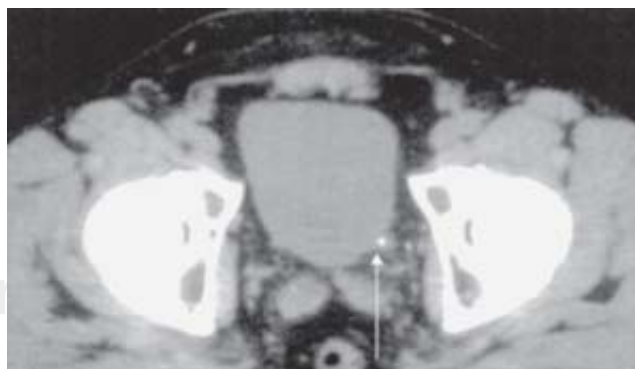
TC helicoidal simple que demuestra lito ureteral izquierdo a nivel de la unión ureterovesical.
